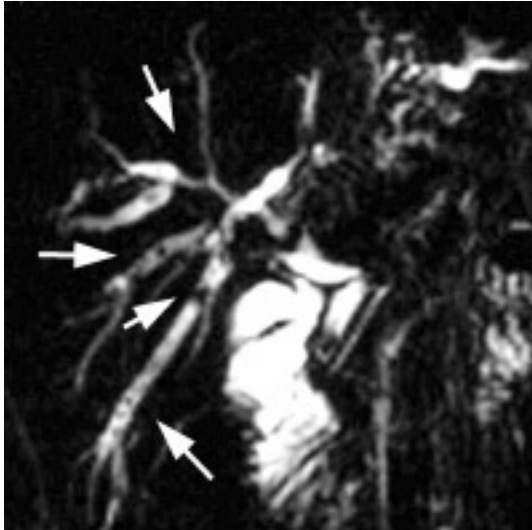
CP-IRM : cholangite lithiasique dans le cadre d'un syndrome d'Alport : multiples calculs avec sténoses et dilatations diffuses des VBIH droites et gauches (flèches), (séquence SS-FSE, coupe frontale de 20 mm d'épaisseur, TE eff 800 msec).
